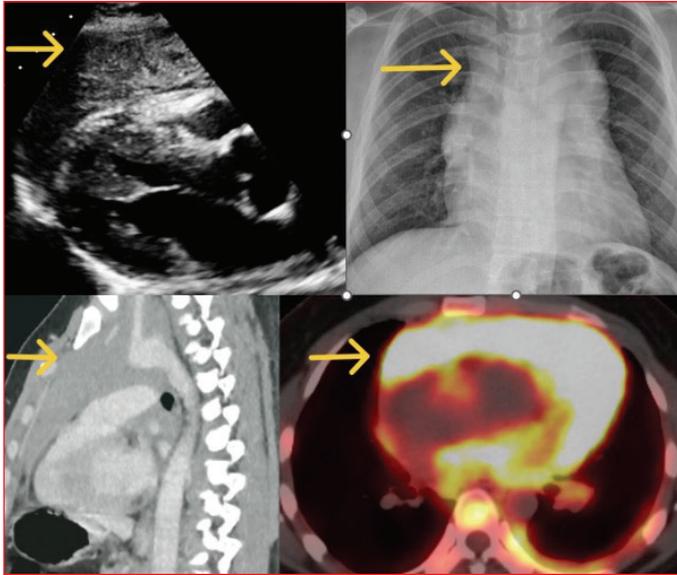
1. Chest X-ray- Attention to the enlarged mediastinum and the increased size of the heart. 2. Transthoracic echocardiography- the large iso-echogenic mass takes up space around the ascending aorta and in the anterior mediastinum. 3. Chest CT- an abundant solid tissue in the anterior superior mediastinum and surrounding the heart. 4. [18F]-Fluorodeoxyglucose positron emission tomography-accumulation of glucose in the mediastinum and in the heart.
